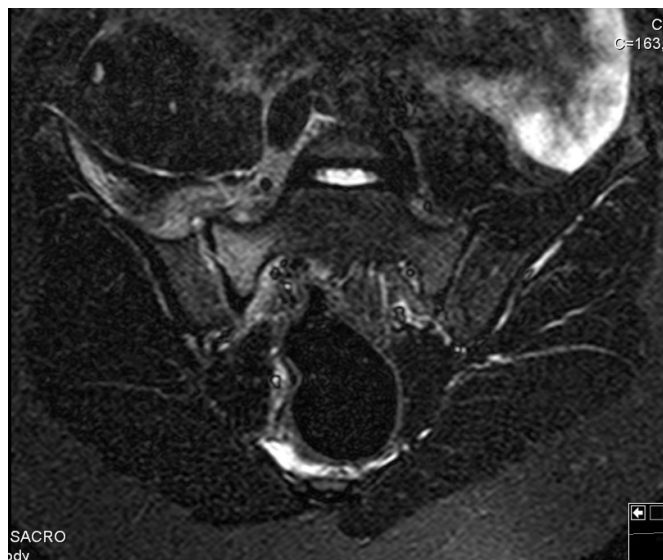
RM Bacia (Sinal Stirlong)
